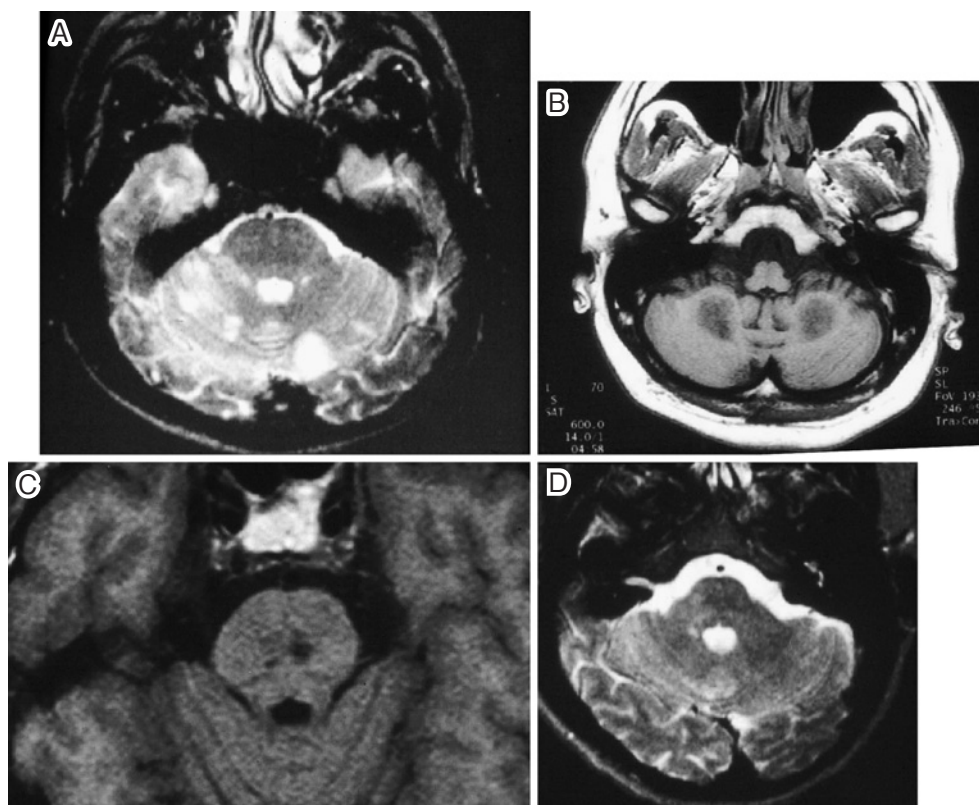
MRI images of four patients with cerebellar ataxia. A: cerebellar hemisphere infarction. B: Dentate nucleus lesions in a patient with Wilson disease. C: A pontine nucleus lesion. D: Middle cerebellar peduncle lesion.
